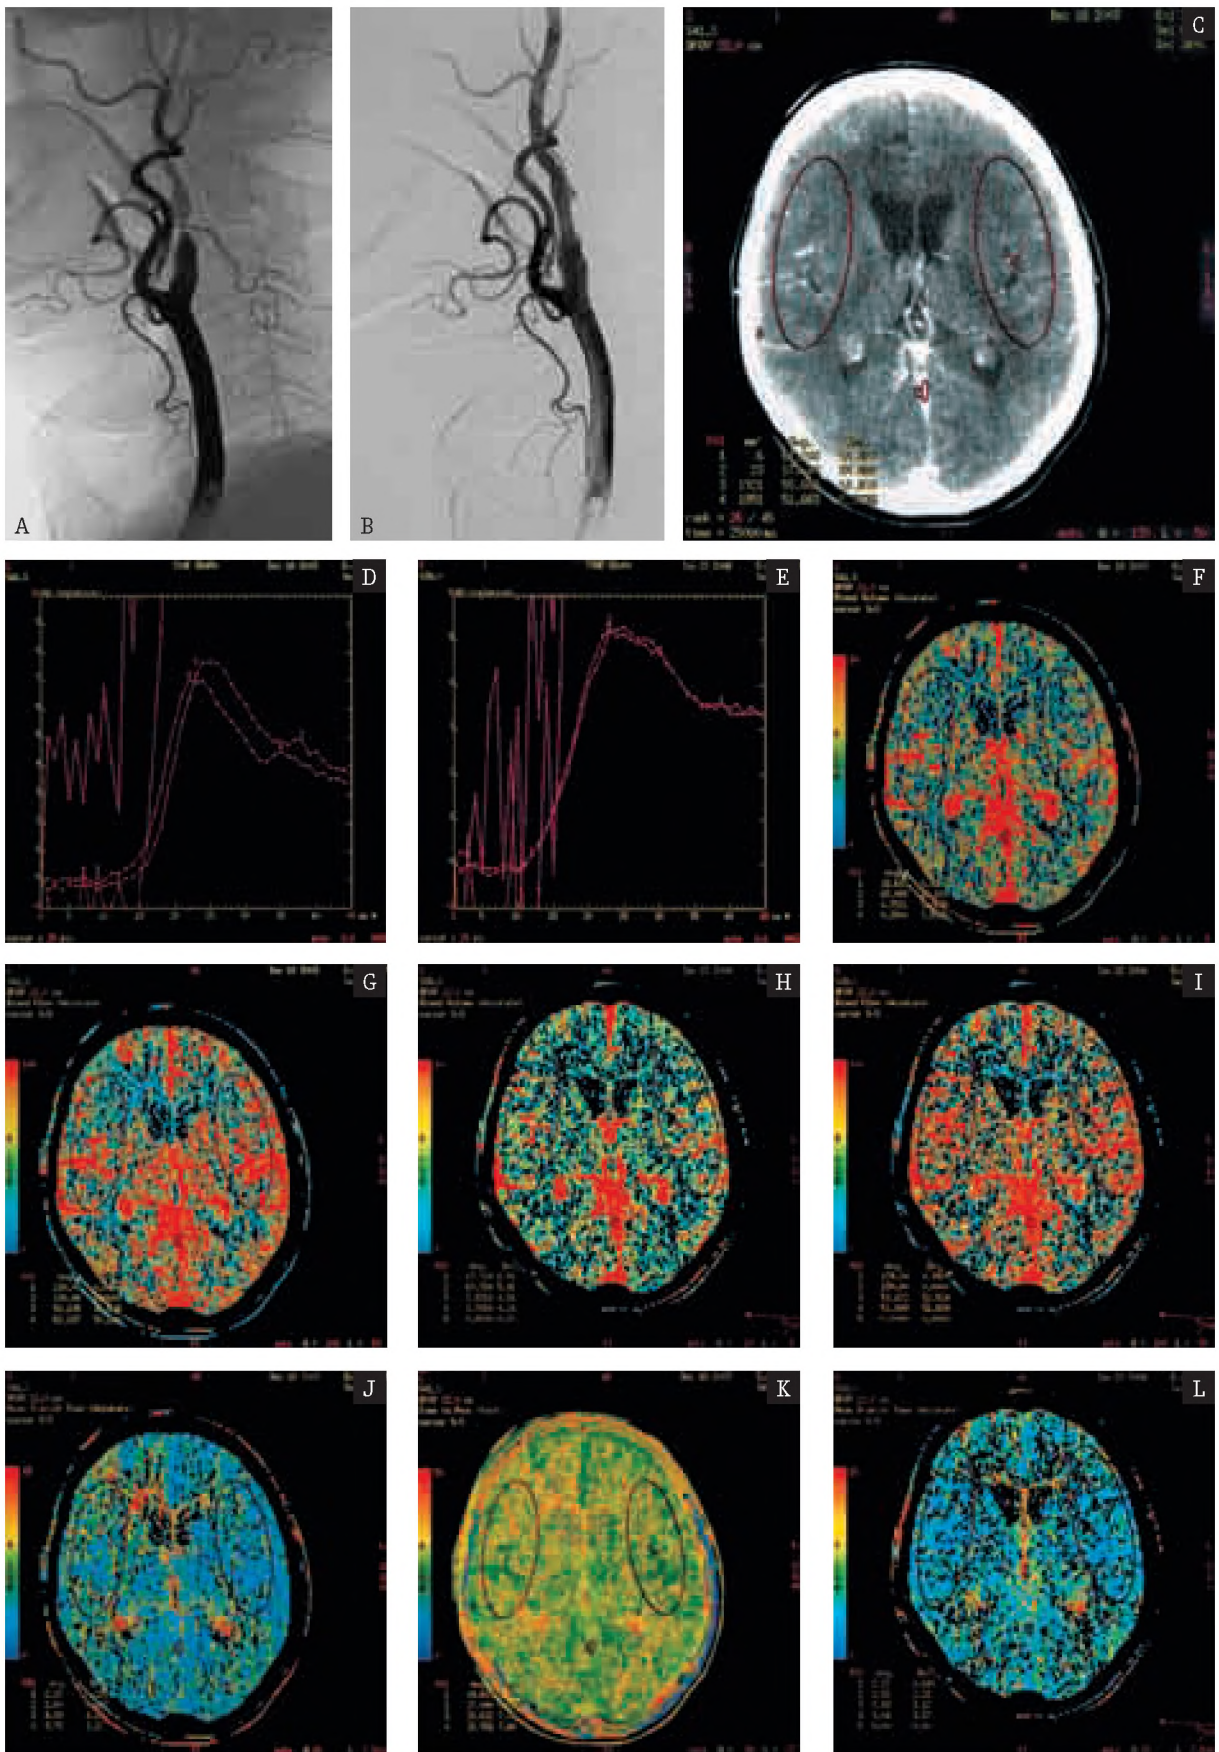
DSA performed before endovascular procedure revealing critical concentric stenosis with poststenotic dilatation in proximal portion of right ICA (a,b). Control exam after carotid stent placement resulting in artery recanalisation (c, d). p-CT revealing relative increase of CBV, decrease of CBF and lengthening of MTT and TTP in MCA supply territory and watershed zones ipsilaterally to the stenosis (f, h, i, l, m).
